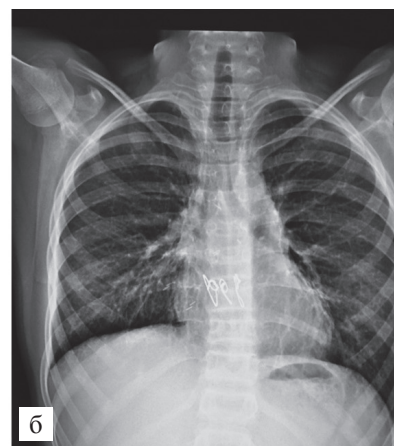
Рентгенограмма груди после выполнения трансплантации легких (а – в операционной, б – через год)
